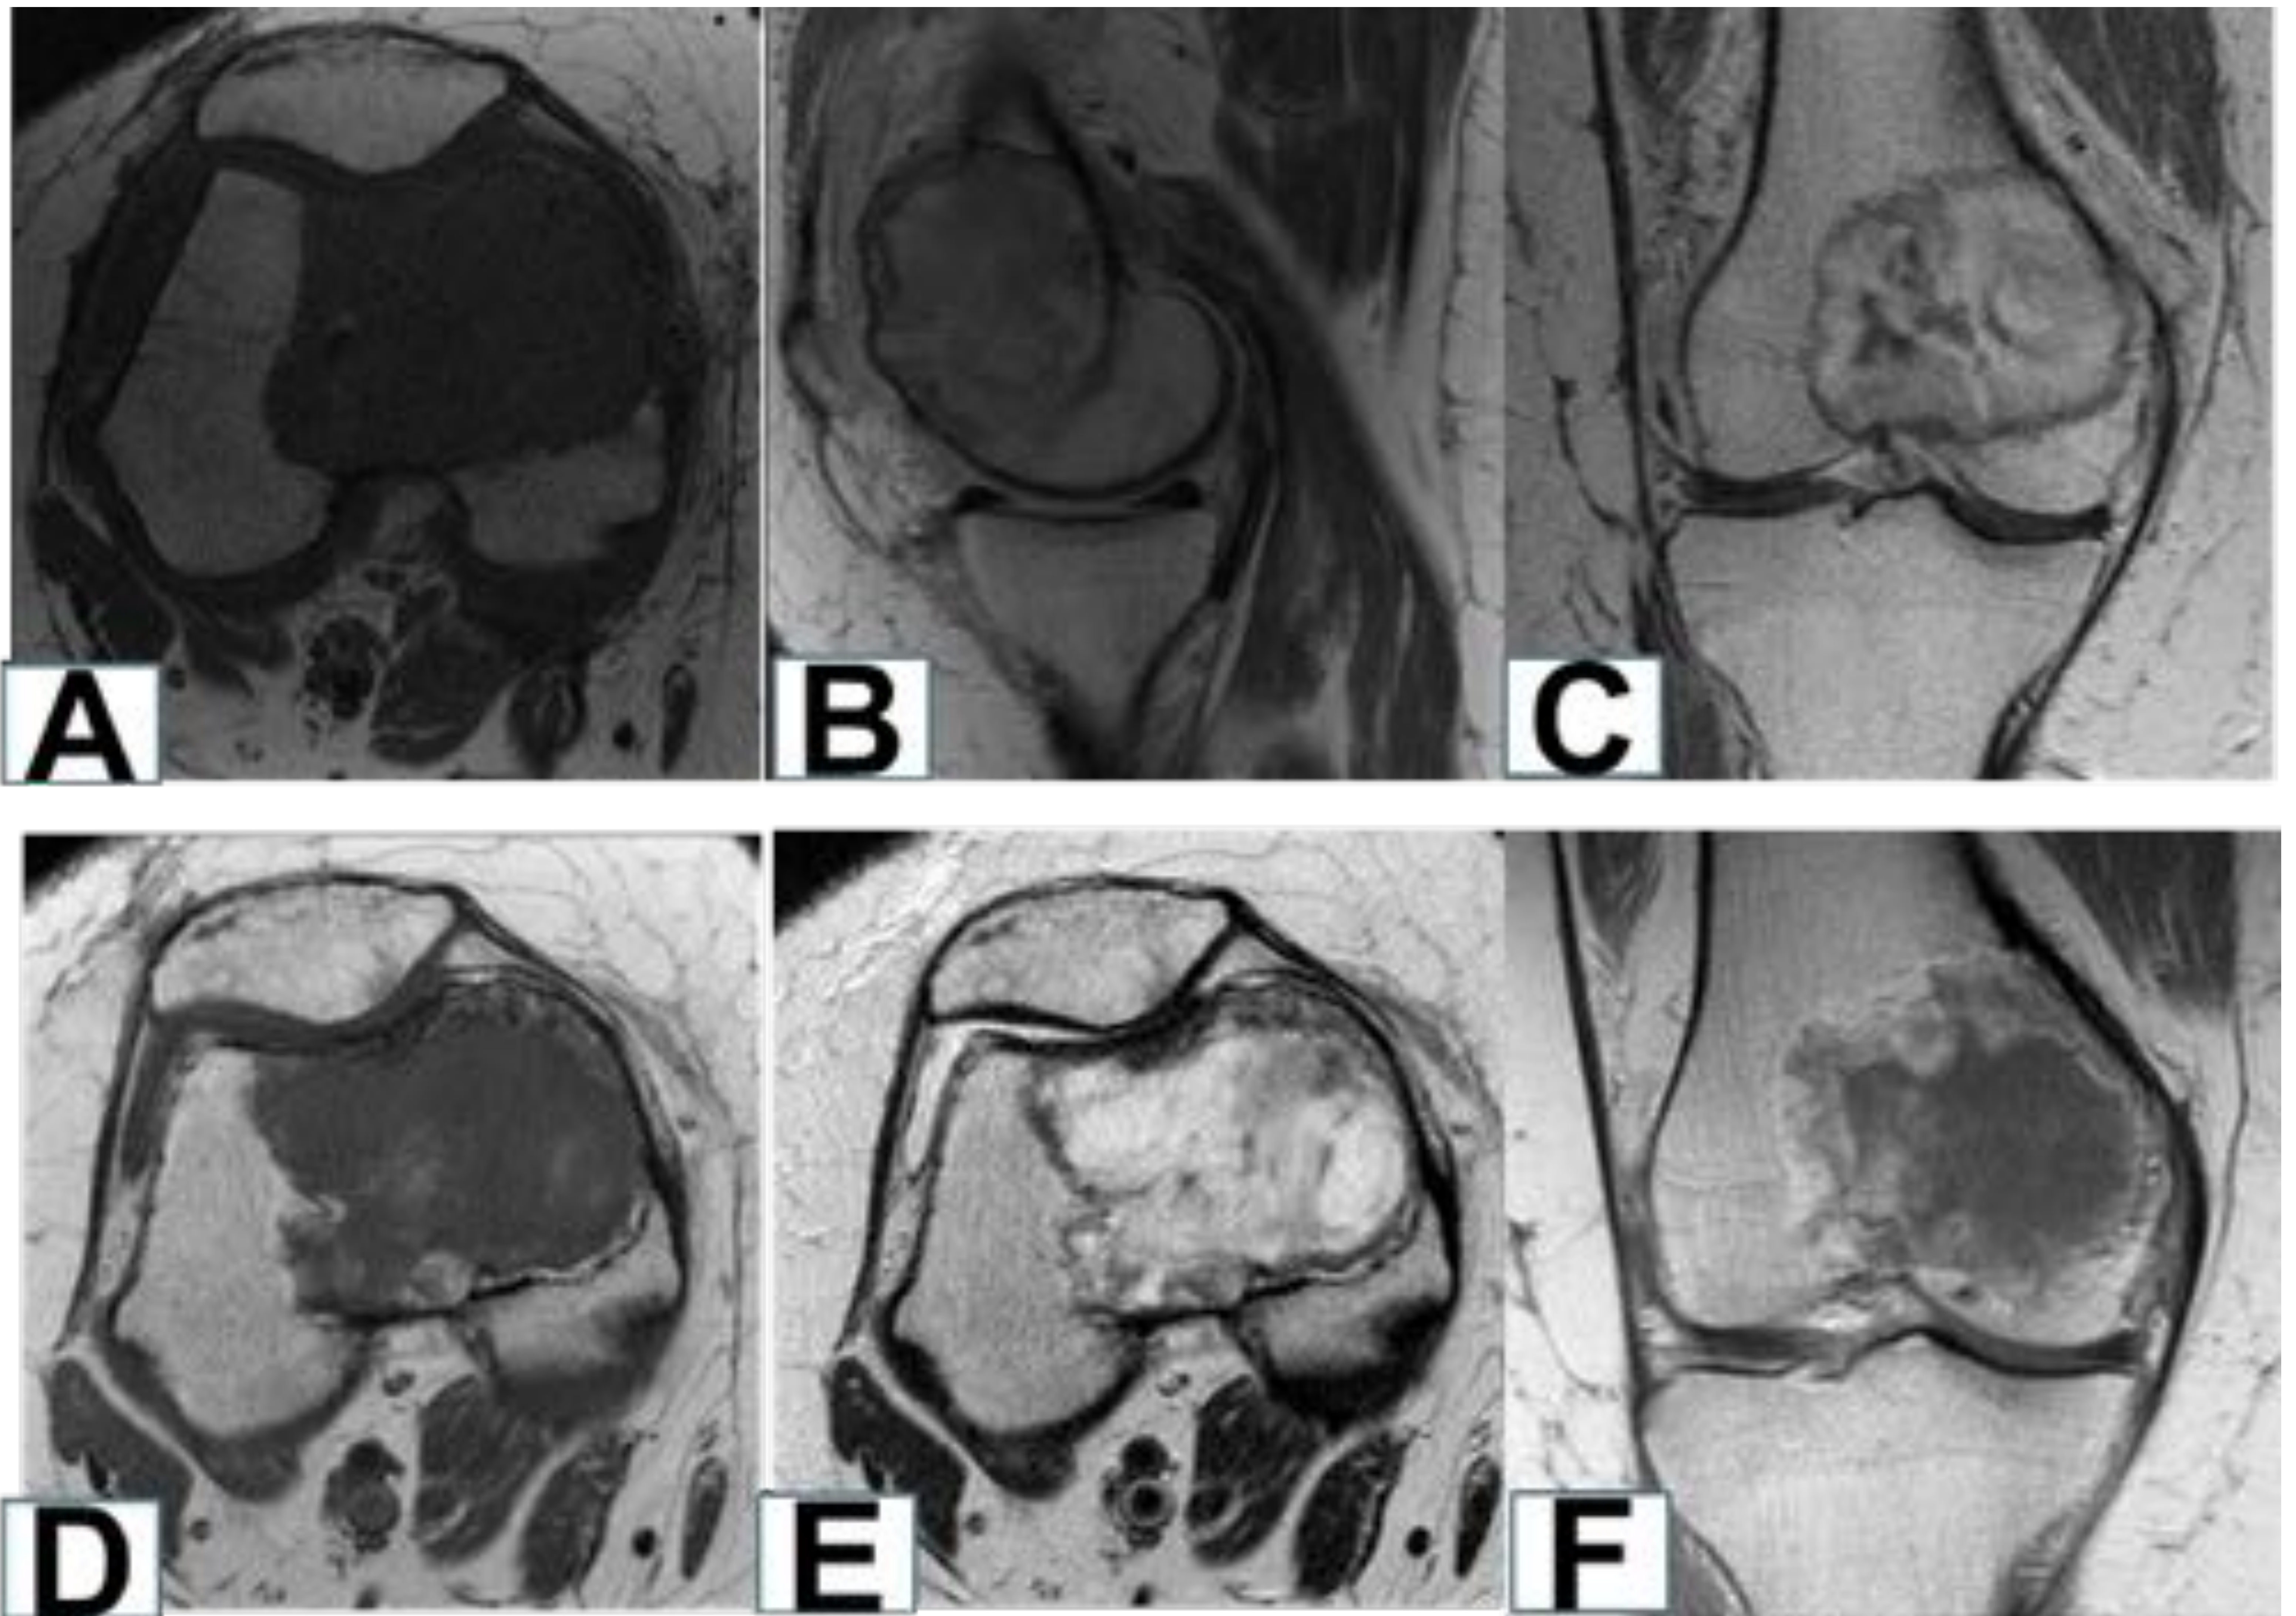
Caso 5: A), B) y C) RM de la lesión femoral distal que muestra una señal intermedia y homogénea en T1 y ligeramente hiperintensa en T2 con importante captación del contraste endovenoso. D), E) y F) RM tras el tratamiento con denosumab que muestra cambio de la señal periférica secundario a mineralización y con disminución importante de la captación de contraste endovenoso.
